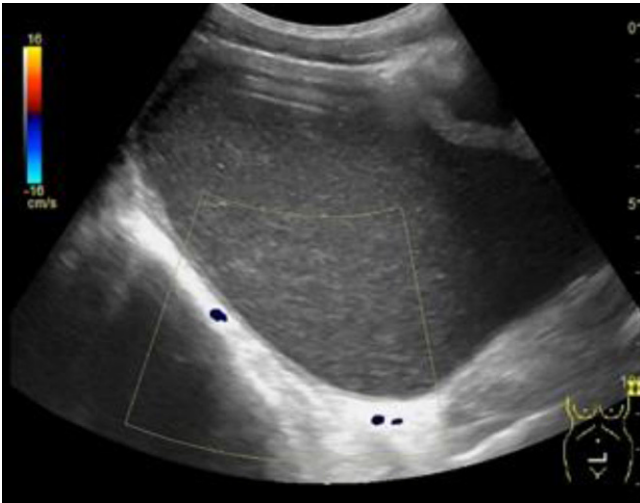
▲ Normale Durchblutung der Scheidenwand. Keine Durchblutungszeichen der Raumforderung im Farbdoppler
